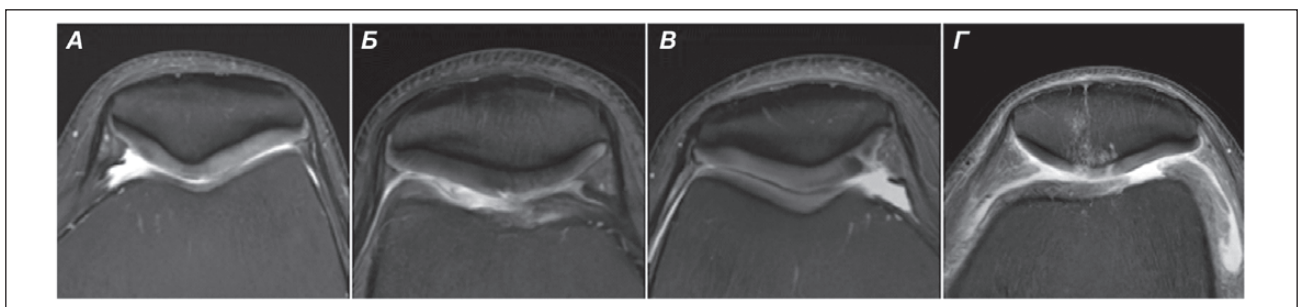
Фрагмент МРТ колінного суглоба. Хондромалія за Outerbridge: А — 1-го ступеня; Б — 2-го ступеня; В — 3-го ступеня; Г — 4-го ступеня
